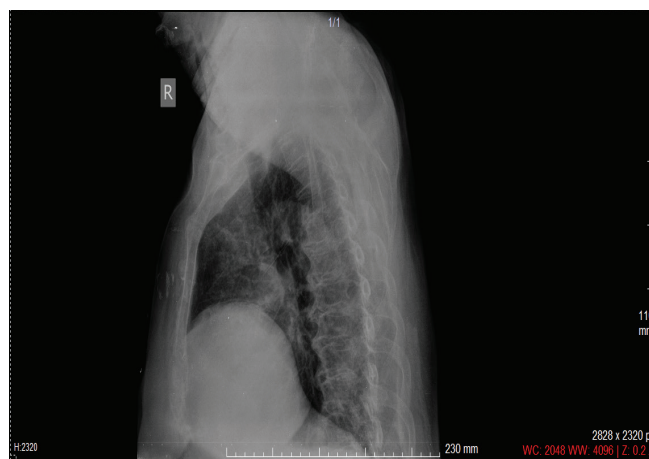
A hemidiaphragm appears elevated on a lateral chest radiograph
